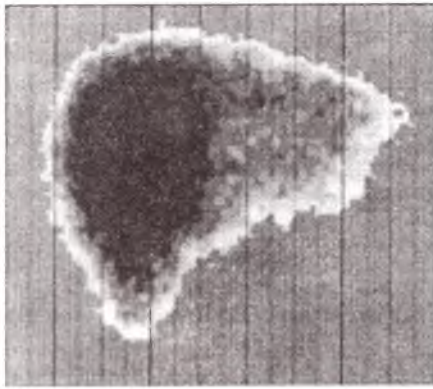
Сцинтиграмма больной Е., 13 лет, ист. болезни № 35964. Диагноз: диспластический правосторонний грудной сколиоз III степени
